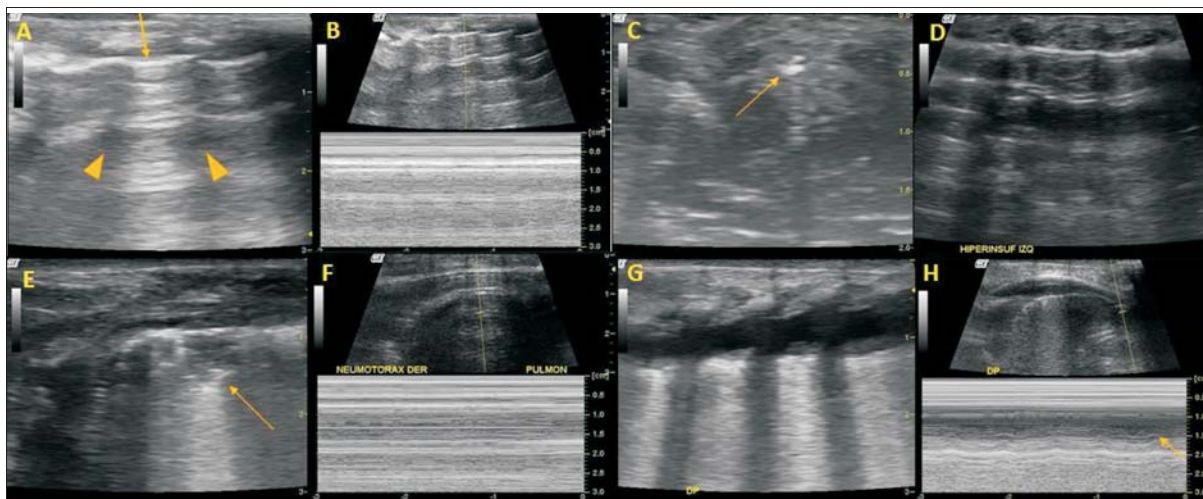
Secuencias ultrasonográficas obtenidas. A y B) Pulmón aireado normal: A. Se identifican la línea pleural (flecha) y las líneas A normales en el espacio entre el cono de sombra de dos costillas consecutivas (puntas de flecha). B. Encima, líneas A. Debajo (registro en modo M), signo "de la orilla del mar": las líneas horizontales superiores representan planos superficiales inmóviles, el sector inferior de aspecto granulado representa al pulmón en movimiento. C) Intubación traqueal. Corte transversal de cuello: se observa hiperecogenicidad dada por pared anterior de tráquea, y posterior a la misma hiperecogenicidad dada por pared anterior de tubo endotraqueal (flecha), que genera signo de "cola de cometa". D) Aumento de niveles de PEEP. Se observan líneas A, sin cambios respecto a control normal. E) Colapso pulmonar. Signo "del desflecado": límite irregular entre pulmón consolidado y pulmón aireado (flecha). F) Neumotórax. Signo "de la estratósfera" (ecografía en modo M): las líneas continuas en toda la imagen indican que el aire visible está inmóvil, y por ende localizado en la cavidad pleural. G y H) Derrame pleural: G. Se observa líquido anecogénico entre pleuras visceral y parietal. H, Signo "del sinusoide": en modo M se observan líneas onduladas correspondientes al pulmón que se acerca y aleja alternadamente a la pared durante el ciclo respiratorio (flecha).
